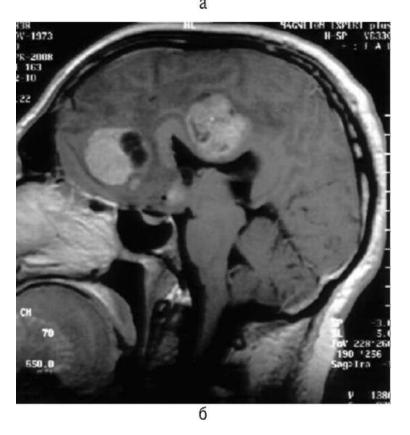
Первично-множественные опухоли головного мозга, внутримозговая опухоль медиальных отделов обеих лобных долей и опухоль бокового желудочка, магнитно-резонансная томография, Т1-взвешенные изображения с контрастным усилением: а - аксиальная; б - сагиттальная проекции
